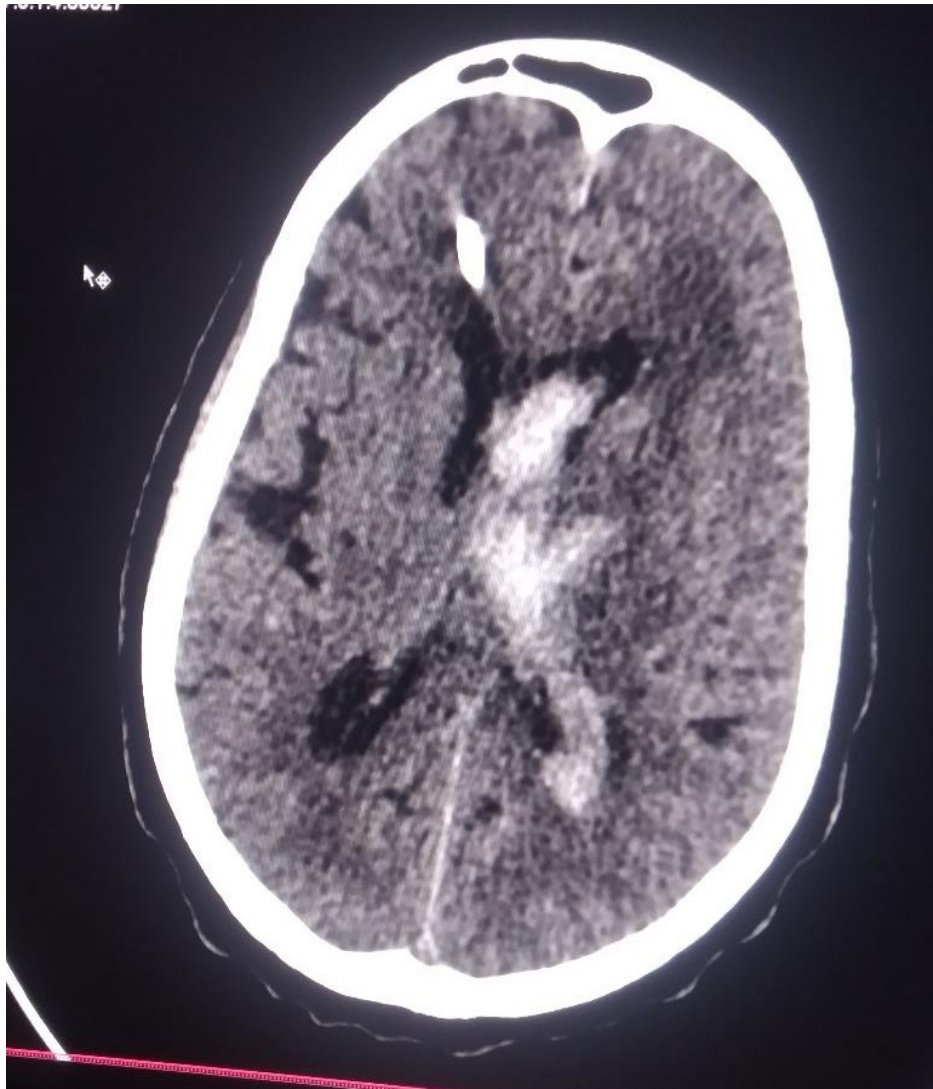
TDM cérébrale de madame FD, 80 ans
